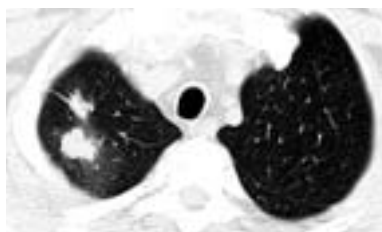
Фрагменты КТ органов грудной клетки от 21.05.2007 г.
